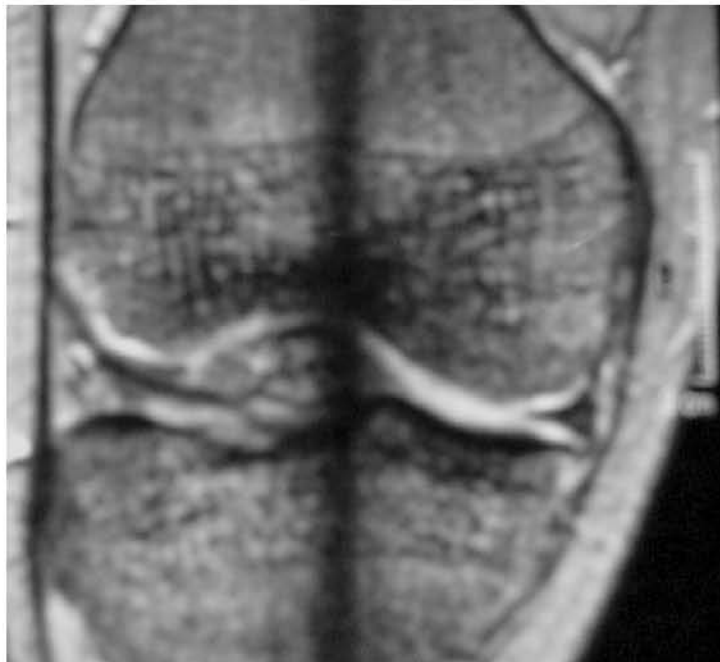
RM radial T2, demuestra desgarro del menisco lateral en corte coronal
